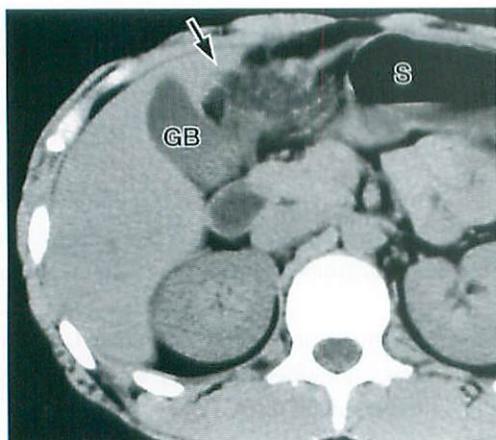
2b Plain CT demonstrates a circumscribed fatty lesion (arrows) with hyperattenuated streaks. The size of this lesion in the transverse plane was 5 x 2.6 cm.
